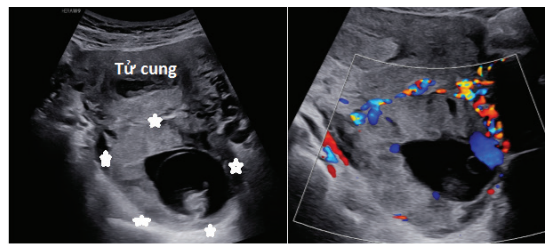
Hình túi thai trong cơ tử cung thành sau tử cung trên 2D và Doppler màu ngã âm đạo.
